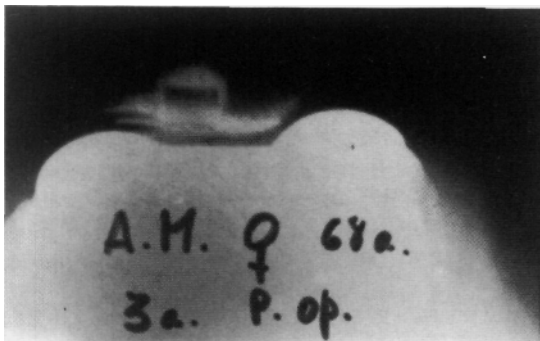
Radiografía axial de rótula. Signos de aflojamiento del componente patelar.
